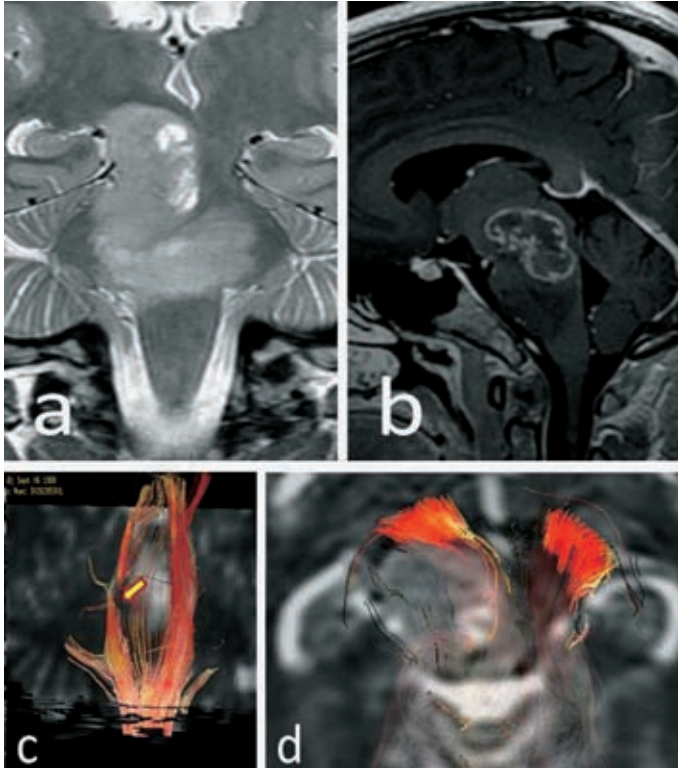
A y B: imágenes de RM correspondientes a un glioma de largo tiempo de evolución, que ha sufrido un viraje a anaplásico. La neoplasia afecta a la región bulbar superior y protuberancial y se extiende hacia el pedúnculo cerebral derecho, como se objetiva en la imagen sagital potenciada en T2 (A). El tumor muestra captación de contraste, preferentemente periférica y localizada en la región más heterogénea del glioma (B). El estudio de tractografía en el plano sagital muestra desplazamiento de las fibras de sustancia blanca, apreciándose además como algunas de ellas se encuentran interrumpidas (C). El tractograma axial permite apreciar el marcado desplazamiento de la vía corticoespinal en sentido anteromedial, en la región del pedúnculo cerebral (D), pudiendo compararse con su localización normal en el lado contralateral.
